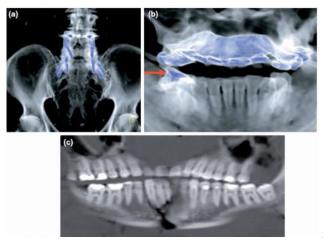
Reconstrucción por TC usada
